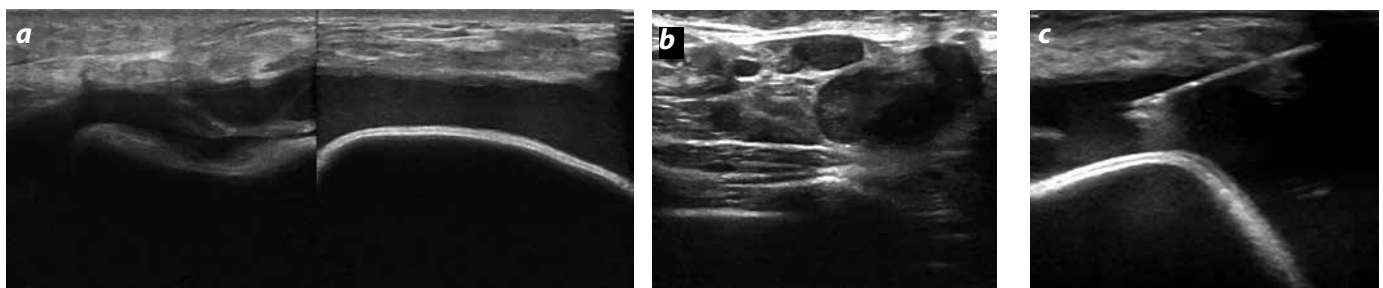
Ecografía de colección posquirúrgica en mama derecha. a) Muestra una colección periimplante con ecos de bajo nivel. b) Adenomegalias axila derecha. c) Drenaje percutáneo guiado por ecografía. Los cultivos informaron infección por *Mycobacterium Abscessus*.
